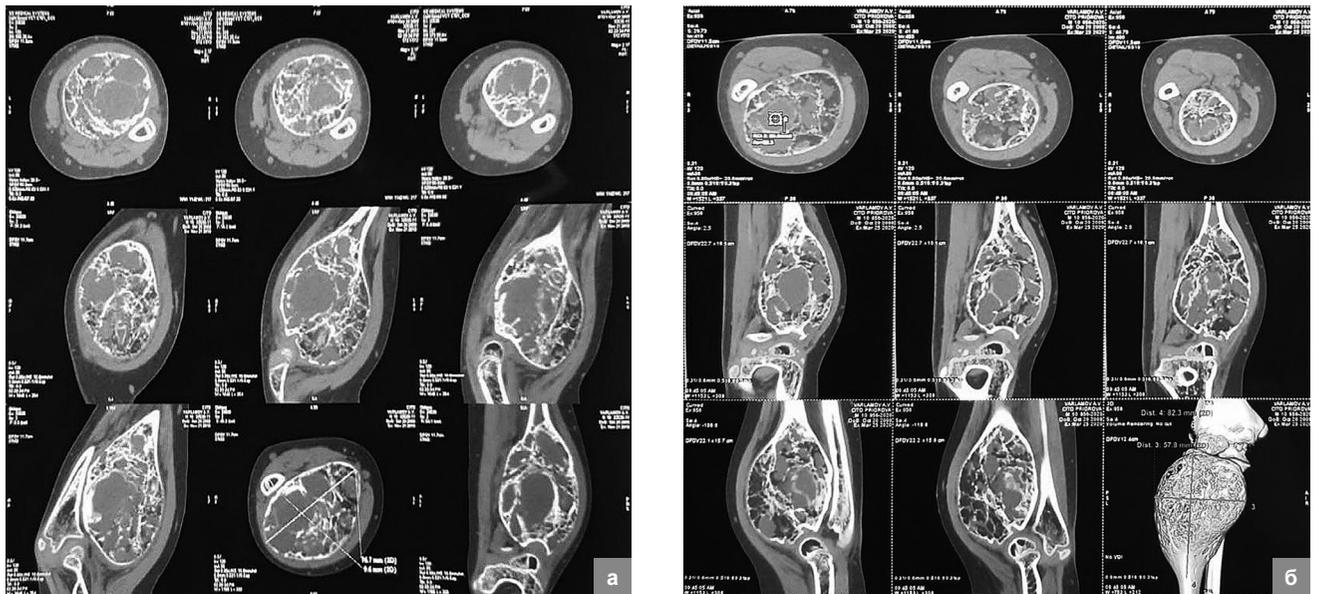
Пациент В., 10 лет. Диагноз – агрессивная аневризальная киста верхней трети правой лучевой кости: а – КТ до проведения лазерной абляции. По данным КТ определяются крупные кистозные полости с жидкостным содержимым минимальной плотности – 12 единиц Хаундсфилда; б – промежуточный результат лечения через 3 месяца после проведения лазерной абляции. По данным КТ отмечается появление множества костных перегородок и увеличение общей плотности патологического очага до 24 единиц Хаундсфилда
